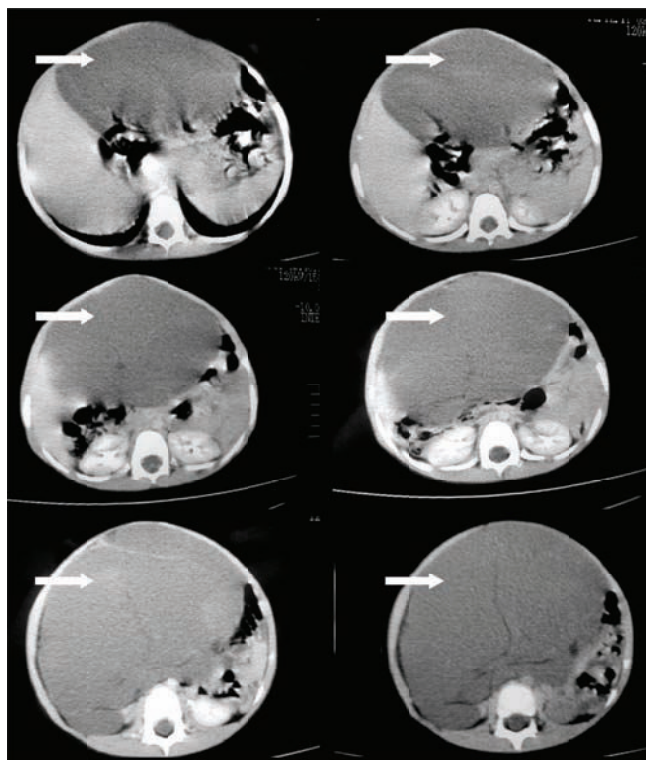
TAC de abdomino-pélvica que muestran el tumor de gran tamaño que ocupa casi la totalidad de la cavidad abdominal.
